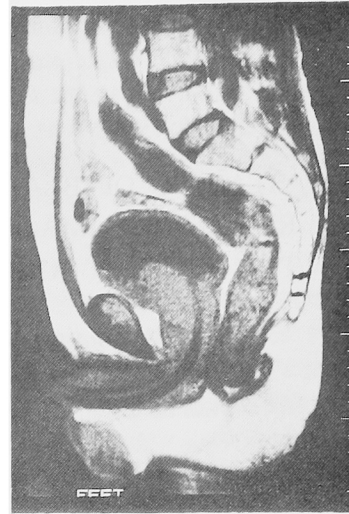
Parasagittal MRI image (TR 520 msec, TE 35 msec); suspecting the invasion of the bladder carcinoma to the prostate.
